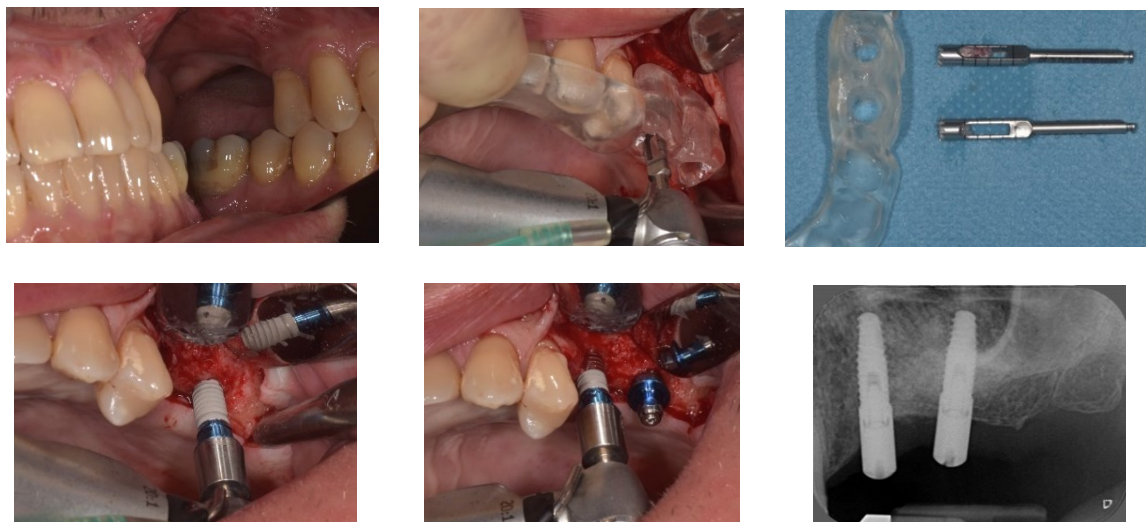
protocollo chirurgico implantare e radiografia endorale di controllo.
